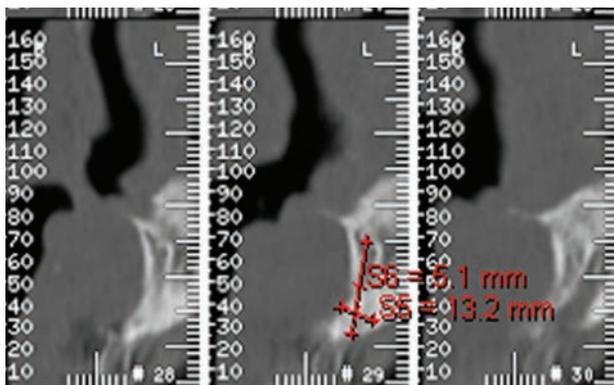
Progettazione implanto-protesica tramite Tomografia Computerizzata
